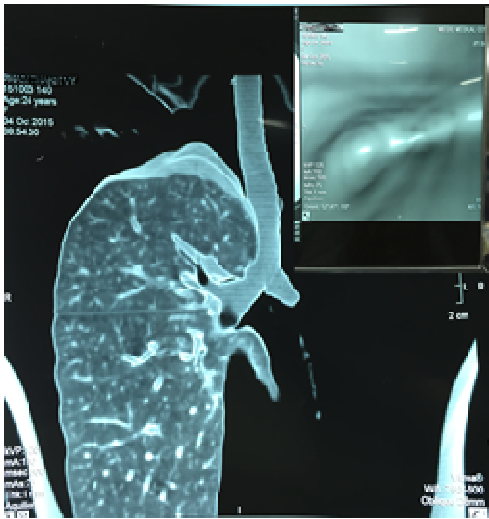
Hình ảnh của cây KPQ cải thiện theo sự phát triển của kỹ thuật chụp CLVT. Hiện nay, chụp CLVT với độ phân giải cao (HRCT) kèm dựng hình 3D cây KPQ với NSPQ ảo cho phép đánh giá toàn diện đường thở, từ đó lập kế hoạch chuẩn bị cho những can thiệp chẩn đoán và điều trị thích hợp như NSPQ, đặt stent, phẫu thuật và theo dõi sau can thiệp [6].
